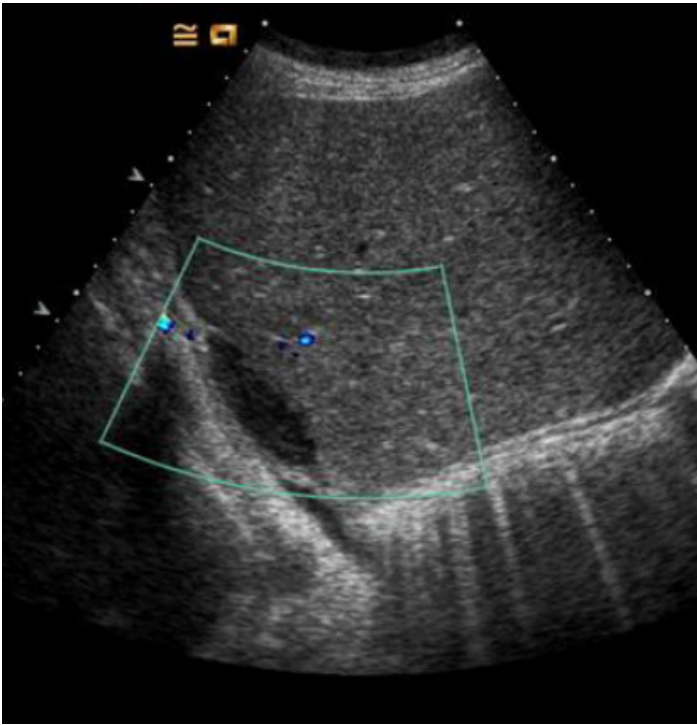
Hämatom: Grey-scale- Sonographie: Hypoechoogene Leberläsion
